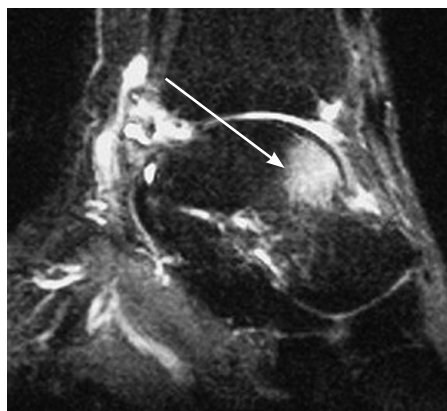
Контузия таранной кости хорошо видна на МРТ (стрелкой указано место контузии)
